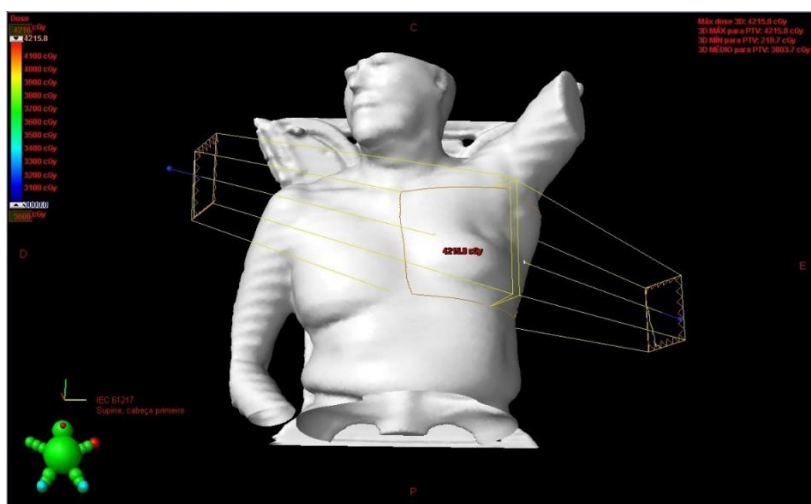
Posicionamento do pacientes para a realização da Tomografia de planejamento e execução da radioterapia
